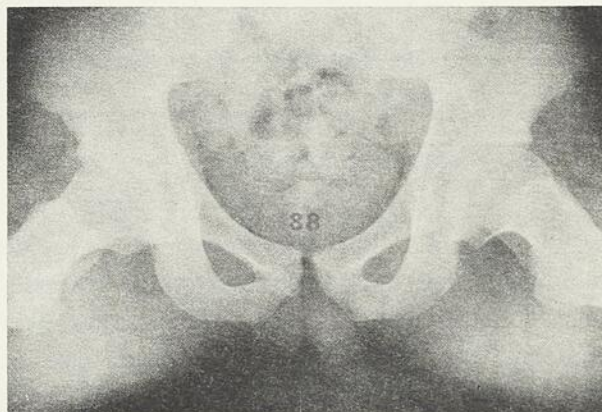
Radiographie prise chez le même malade (figure 11). L'indice anatomique est de 88 pour cent.
